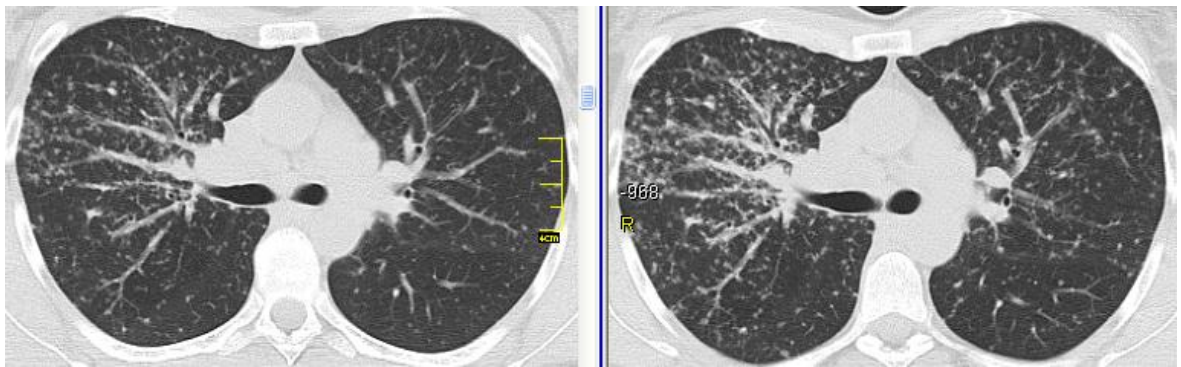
КТ хворої О.: (зліва – вихідні дані, справа – через 3 міс спостереження). Прогресування саркоїдозу: збільшення вузликової дисемінації в обох легенях.
